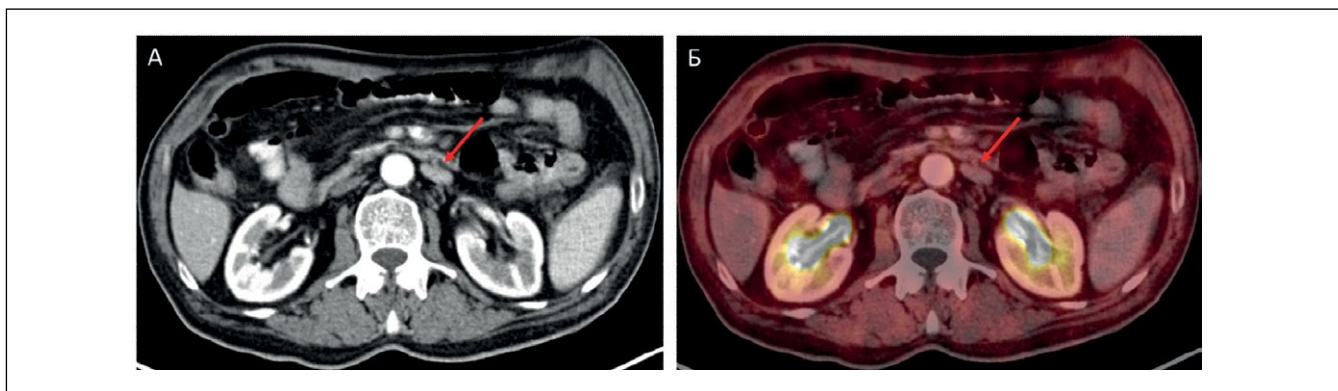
Пациент 2. Рак тела желудка. По данным ПЭТ/КТ с 18F-ФДГ (аксиальные срезы, А – КТ с внутривенным контрастированием, Б – совмещенные изображения ПЭТ/КТ) парааортально слева визуализируется увеличенный плоский лимфатический узел (стрелки) с низким уровнем накопления РФЛП – до SUVmax 1,52, что позволяет расценивать результаты исследования как сомнительные. Была выполнена биопсия под УЗ-навигацией, получены данные о метастазе низкодифференцированного рака желудка.
